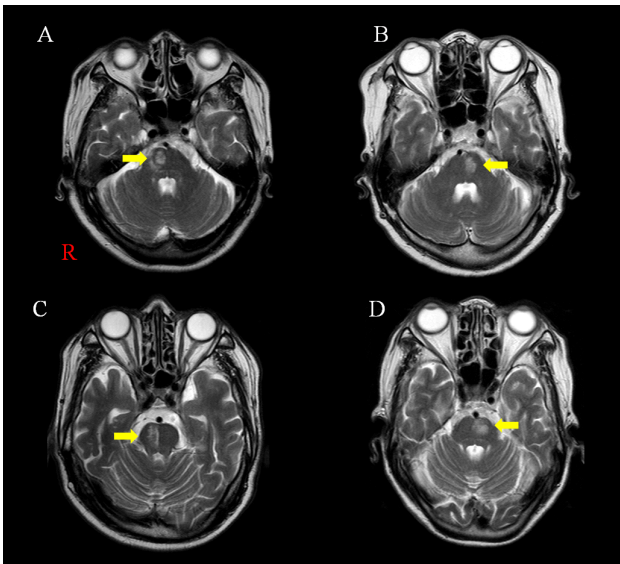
T2-weighted image of each subject at pons lesion.
